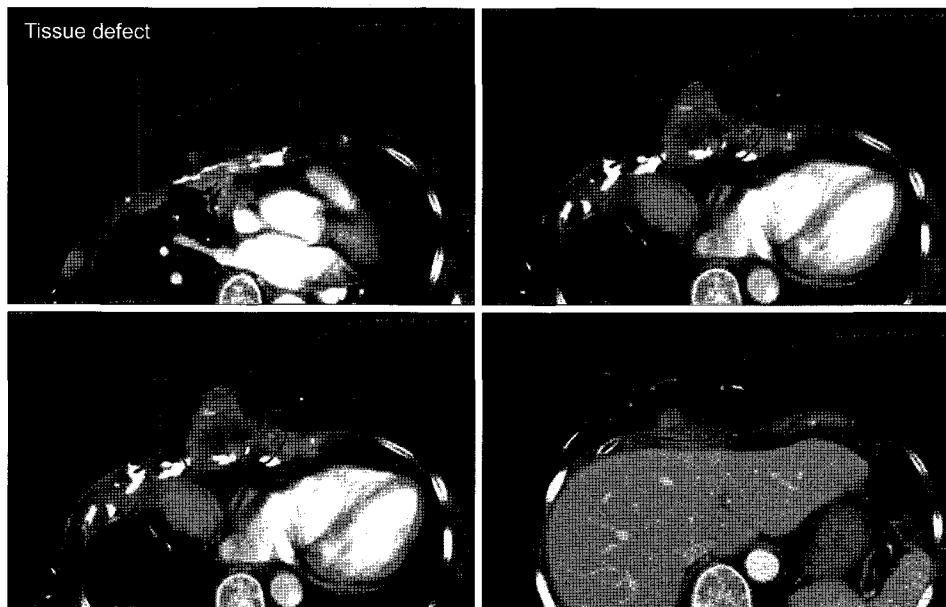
CT images of a recurrent breast cancer patient with surface defect.
